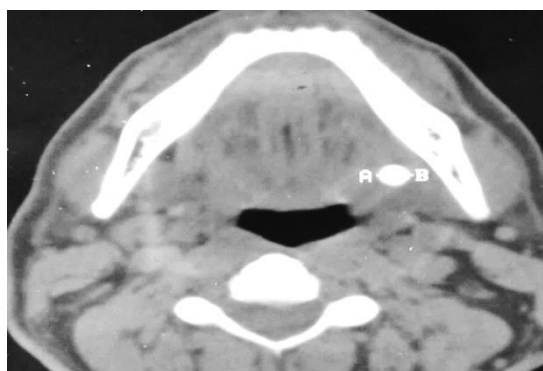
Конкремент при рентген-компьютерной томографии дна полости рта
